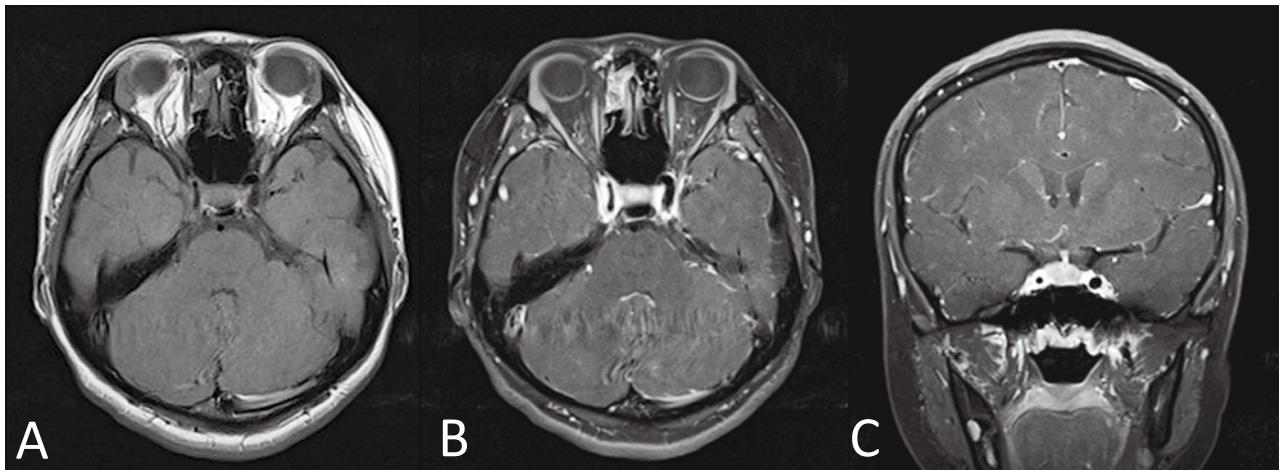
脳 MRI (Spin Echo 法 : 3.0T A/B/C : T1 強調画像 TR=520 ms TE=10 ms)
